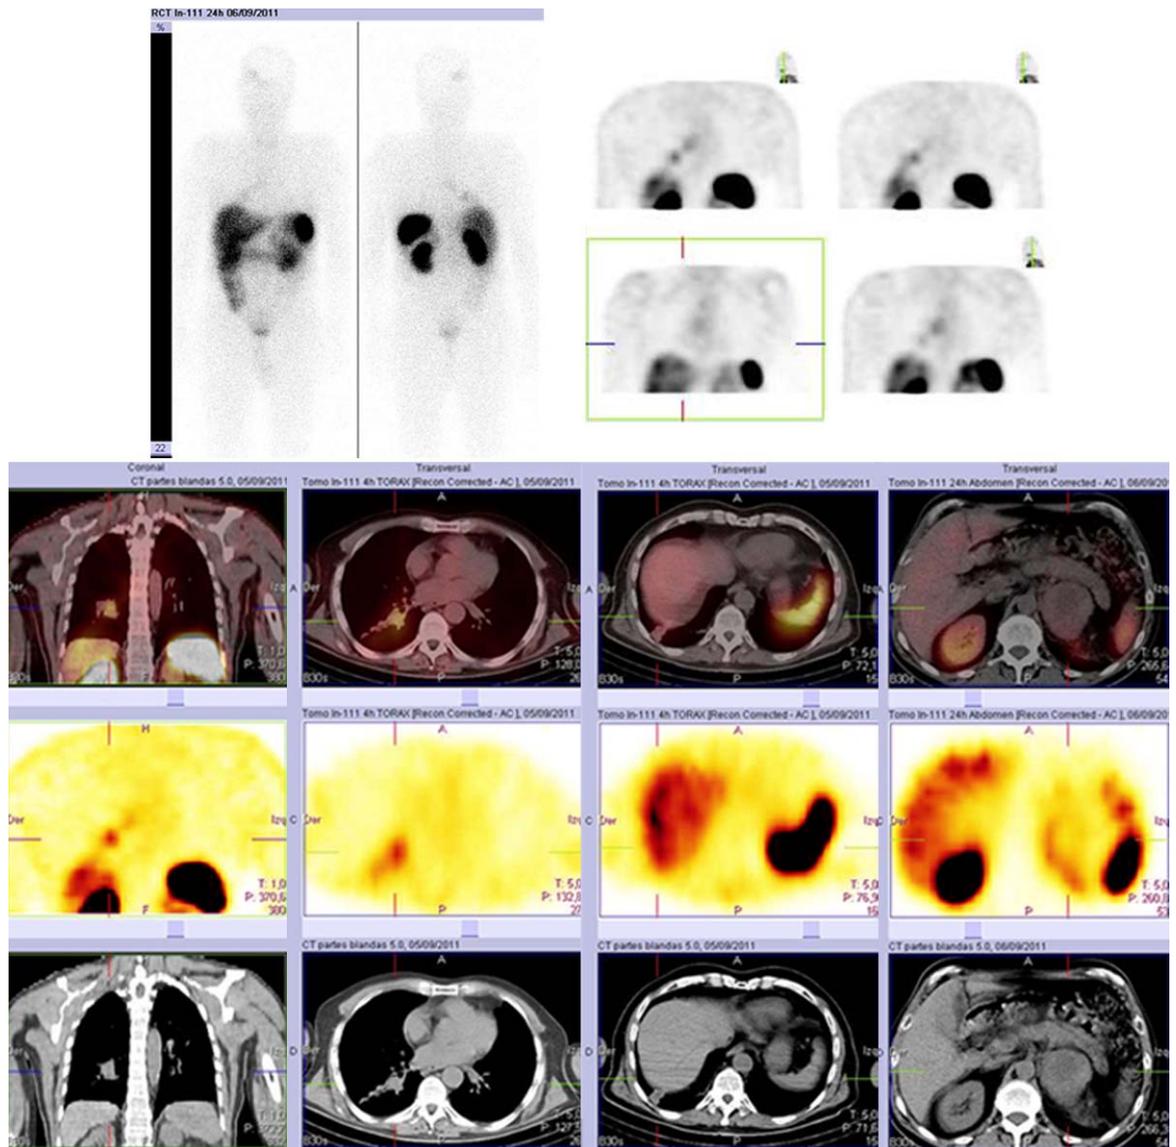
Varón con carcinoma pulmonar de célula pequeña localizado en la base pulmonar derecha con metástasis en los ganglios locorreionales y el cerebro en el diagnóstico. La gammagrafía planar muestra captación de radiotrazador en el tumor primario (foco 45) y en la región mediastínica (focos 42 y 43) en relación con afectación ganglionar locorreional. En el SPECT se observa, además, un foco hipercaptador localizado muy probablemente en el hígado y compatible con metástasis hepática (foco 44). Además se observa captación en el cráneo en relación con metástasis cerebrales conocidas (este foco no ha sido incluido en el estudio ya que no se dispone de SPECT/CT). El SPECT/CT mostró que el foco que el SPECT había localizado en el hígado se correspondía con un nódulo pulmonar de localización basal derecha. Además, mostró un nuevo foco de localización suprarrenal con una captación muy tenue de radiotrazador (foco 46) detectada únicamente en el SPECT/CT debido a la gran masa visible en el CT.
